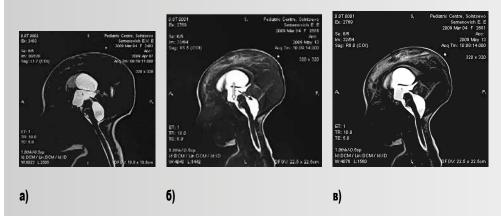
Магнитно-резонансная томограмма при окклюзии водопровода и изолированном IV желудочке мозга: а – мембранная окклюзия водопровода в дистальном его отделе, изолированный IV желудочек; б – траектория эндоскопа при пластике водопровода мозга и ЭШВЦС; в – состояние после акведуктопластики, восстановлена проходимость водопровода мозга, сократилась полость IV желудочка
